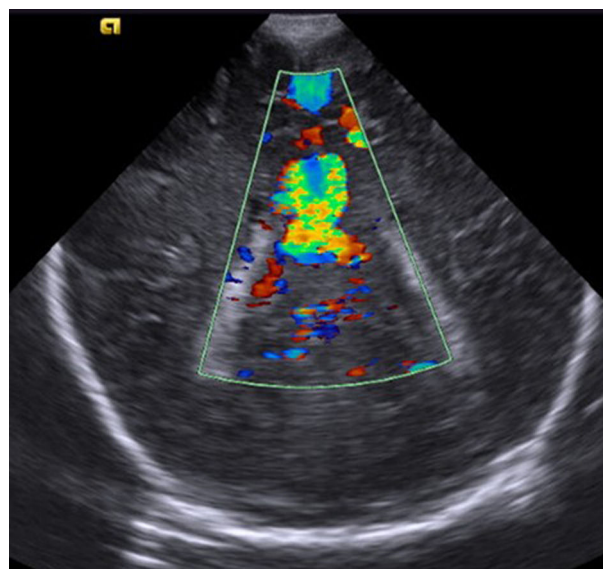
Ecografía Doppler color transcraneal de la fístula de alto flujo.
